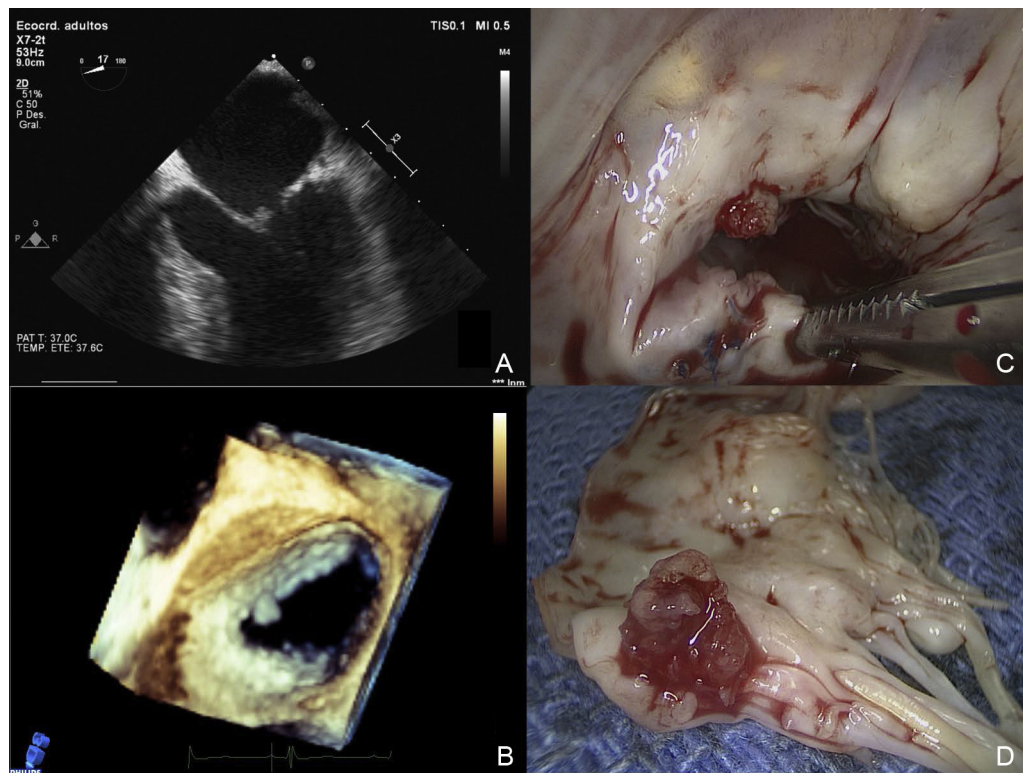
A y B: ecocardiograma transesofágico 2D/3D que muestra el fibroelastoma papilar en el velo anterior (A1). C: observación intraoperatoria que muestra el fibroelastoma y la reparación previa a nivel del velo posterior. D: aspecto macroscópico con múltiples papilas en forma de anémona.
